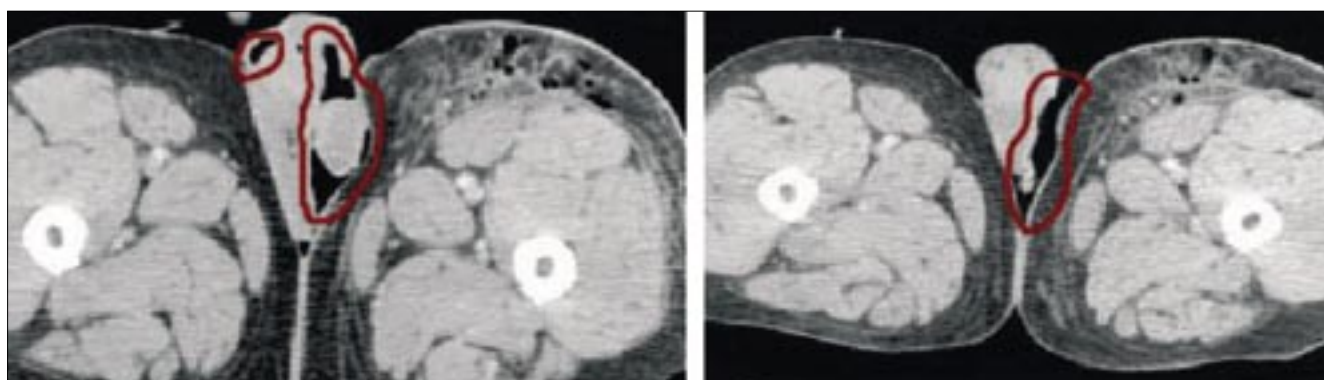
Tomographic study.
